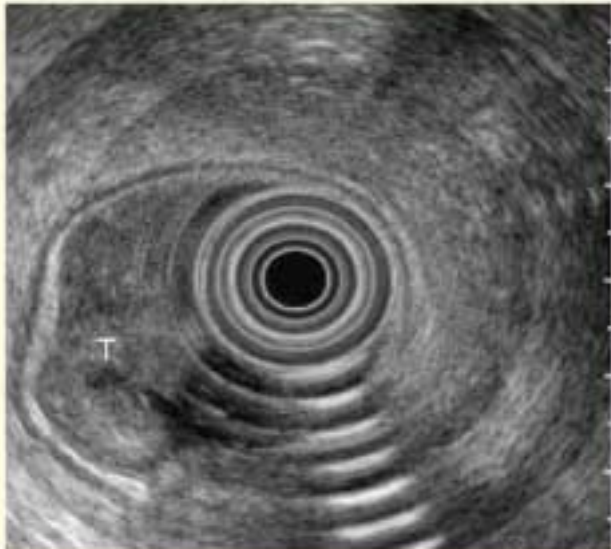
Эндоректальное УЗИ. Рак прямой кишки.
